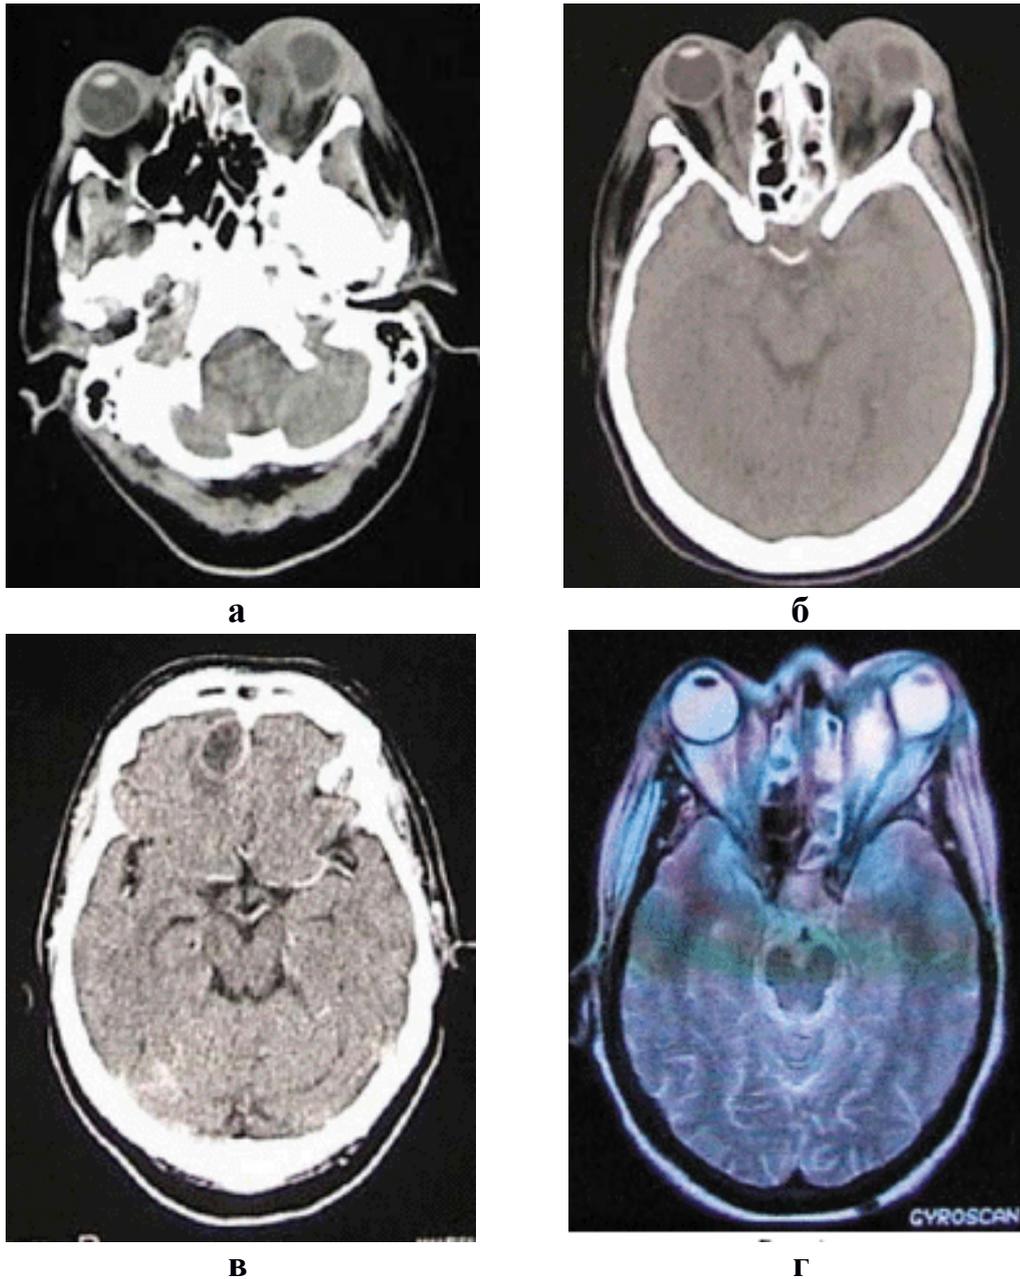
Данные компьютерной томографии пациента с тромбозом кавернозного (пещеристого) синуса одонтогенной этиологии по С.Ю. Голубеву и др. (2009): а – экзофтальм; б – остеомиелит стенок решетчатой кости; в - формирующийся абсцесс правой лобной доли; г – обширный инфильтрат в полости левой орбиты [30].
